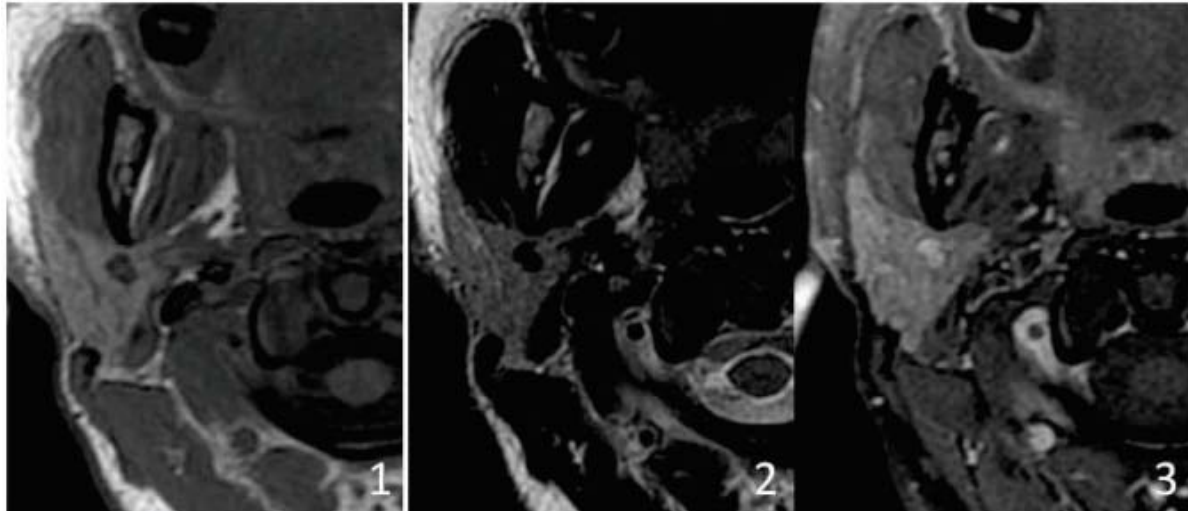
IRM parotidienne montrant un signal glandulaire normal
